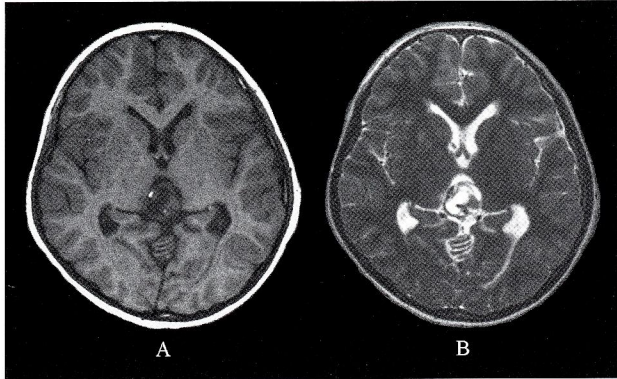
Preoperative Plain MRI showing a heterogeneous mass in the pineal region.
